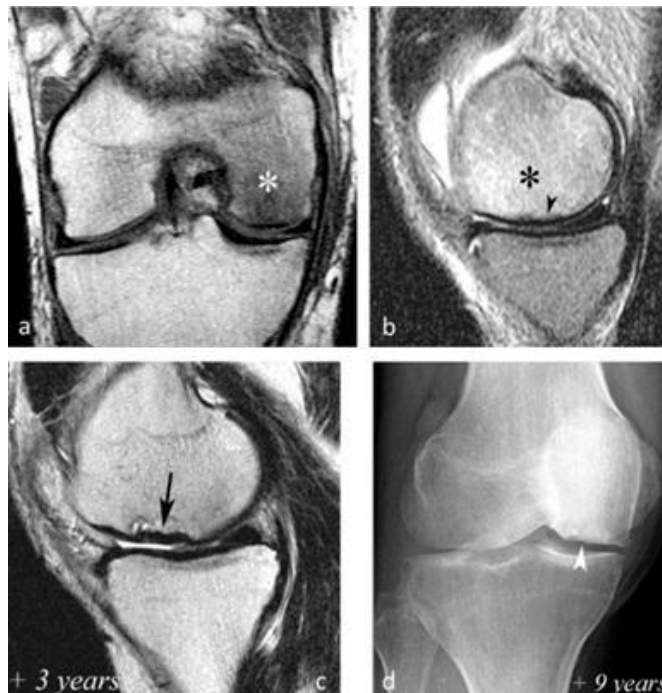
Evolución en dos etapas de FIS. Las imágenes de RM coronal T1 (a) y sagital T2 (b) muestran intensidad de señal similar a edema en el cóndilo medial(*), y un área de baja intensidad de señal subcondral muy delgada (< 4 mm de grosor) en la imagen T2 (punta de flecha en b). El seguimiento tres años después con imagen sagital T2 (c) muestra una pequeña deformación del polo inferior del cóndilo con engrosamiento del área de baja intensidad de señal subcondral, que ahora supera los 4 mm de grosor (flechas), lo que sugiere la evolución hacia osteonecrosis. Nueve años después, una Rx confirma una lesión irreversible, con deformación de la superficie epifisaria (punta de flecha), que es moderada en este caso. Fuente: Fracturas por insuficiencia subcondral, fracturas por insuficiencia subcondral con osteonecrosis y otras lesiones óseas subcondrales aparentemente espontáneas de la rodilla: patogénesis y diagnóstico por imagen. Insights Imaging 14, 164 (2023).
